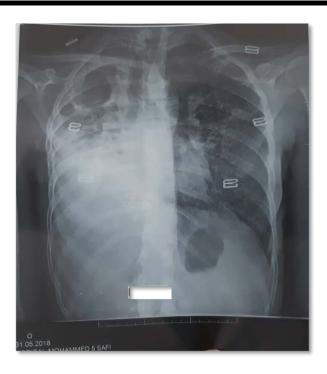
Radiographie thoracique face montrant un poumon droit détruit avec déviation des éléments du médiastin vers la droite.
